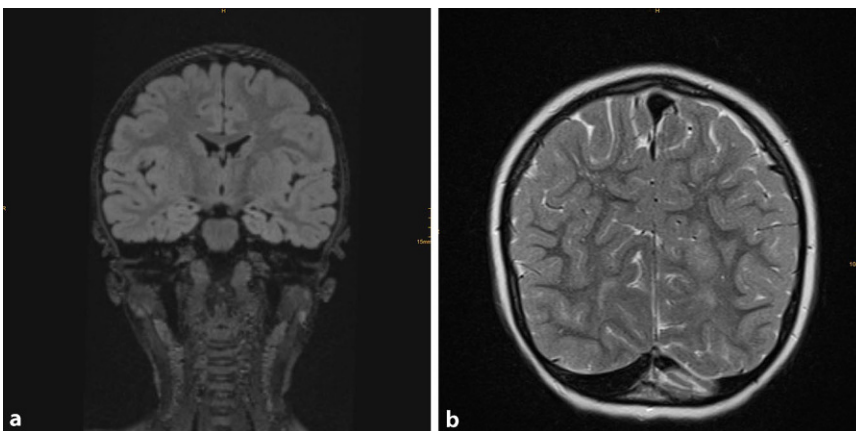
▲ 5-jähriger gesunder Knabe (familiäre Fieberkrampf[FK]- und Epilepsieanamnese): 2 komplizierte FK (Version und Nystagmus nach rechts, passagere postiktale Parese rechts) mit 13 und 24 Monaten. Im EEG Spike Waves links temporookzipital. Fokale pharmakoresistente Epilepsie (Semiotik ident mit den initialen FK) ab 5,5 Jahren. Anfallsfreiheit nach sEEG und Laser-interstitieller Thermotheapie (LiTT) der FCD. Im cMRT kurz nach dem ersten FK T2/FLAIR-gewichtete Signalanhebungen links hippocampal mit mäßiger Atrophie (a) und Anzeichen einer fokalen kortikalen Dysplasie (FCD) links okzipital (b). (Mit freundlicher Genehmigung von Gregor Kaspiran)
